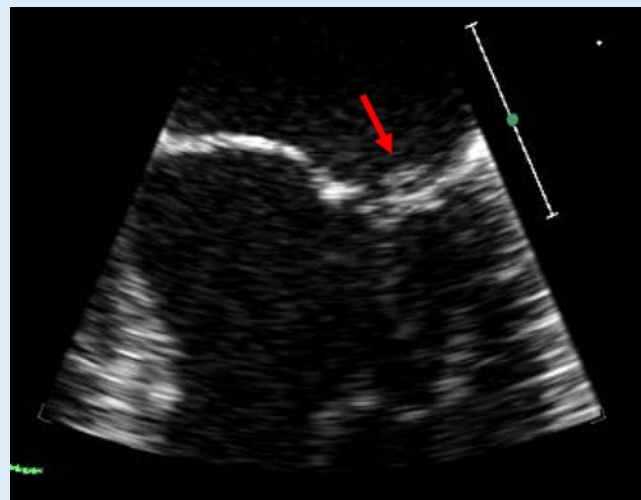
► Transösophageale Echokardiographie mit Auflagerung des posterioren Mitralklappensegels (Pfeil)
